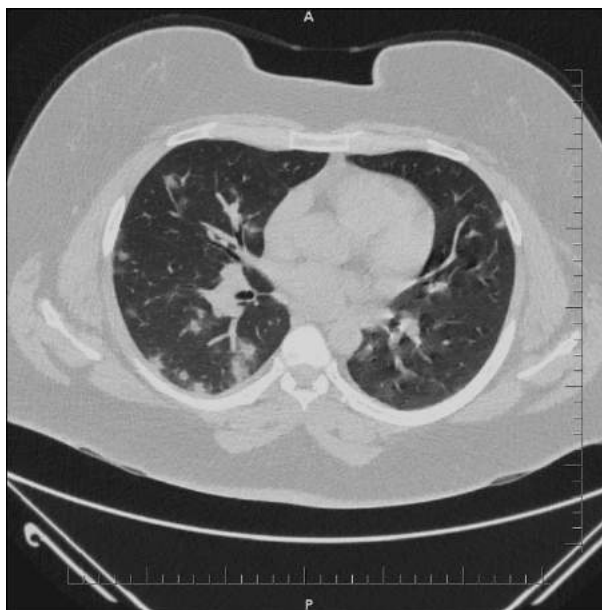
Компьютерная томография грудной клетки при поступлении (5-й день заболевания) среднетяжелой степени тяжести КТ-2. Компьютерная томограмма, аксиальный срез: множественные двусторонние разнокалиберные участки по типу матового стекла с консолидациями
